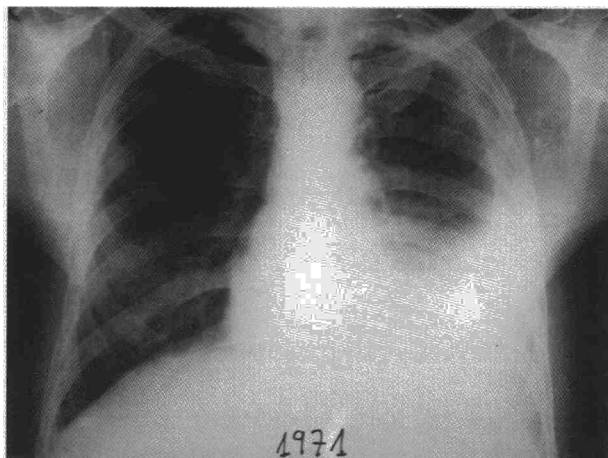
Radiografía de tórax de 1971 que muestra engrosamiento pleural izquierdo y derrame pleural ipsilateral.
